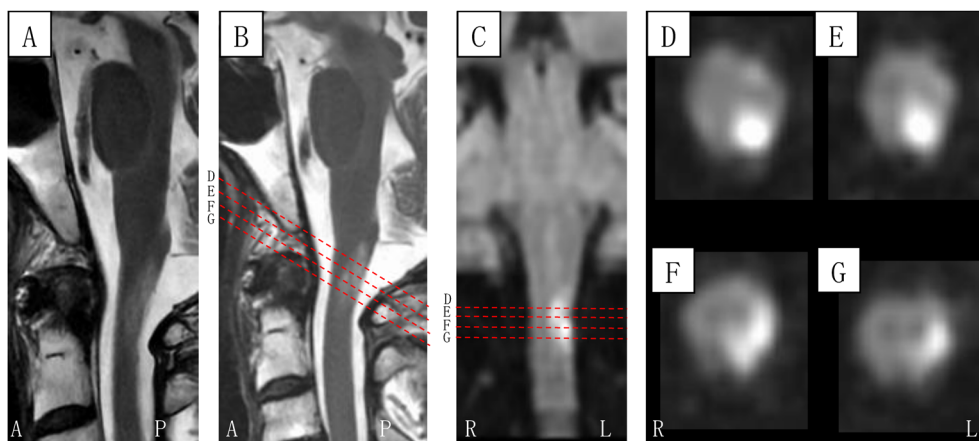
頸部 MRI T2 強調画像 矢状断像 (入院時) (A), 頸部 MRI (入院 9 日目) (B-G), T2 強調画像 矢状断像 (B), DWI 冠状断像 (C), DWI 水平断像 (D-G)
